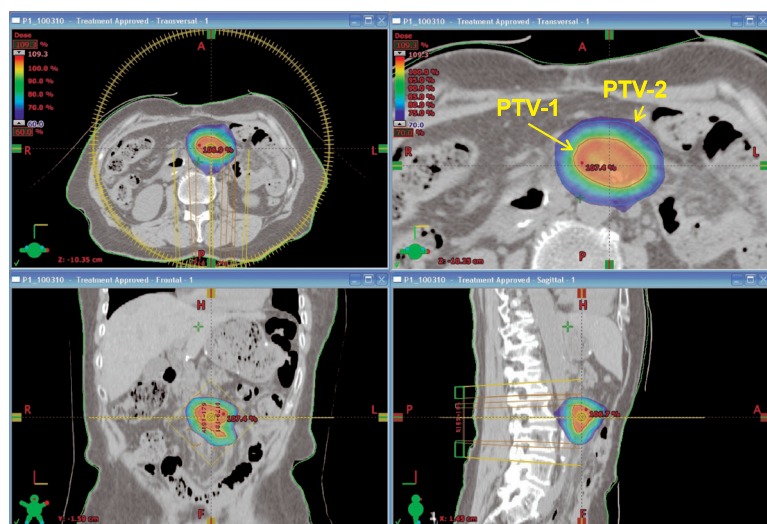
高精度放射線治療前後の経過観察におけるPET/CT検査の役割 胃癌術後腹部リンパ節単発再発例
